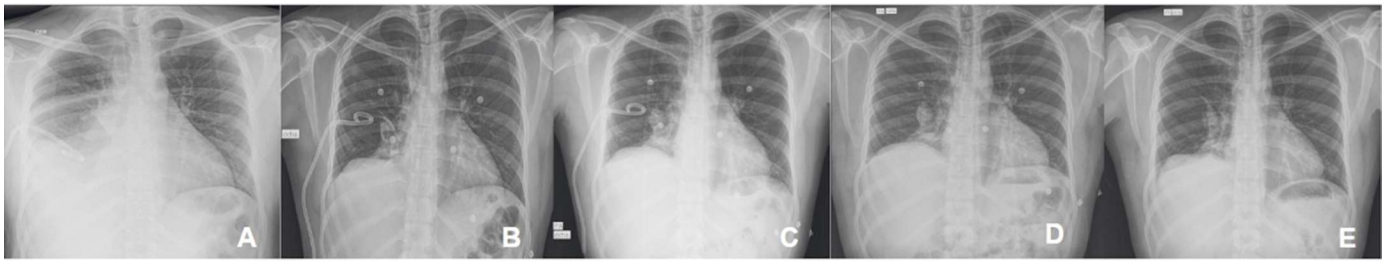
A: Radiografía de tórax tomada el día de admisión inmediatamente después de la colocación (13:58 horas). B: Radiografía de tórax realizada el día del ingreso (20:47hrs). C: Radiografía de tórax realizada al segundo día del ingreso (08:39hrs). D: Radiografía de tórax realizada el segundo día después del ingreso después de retirar el catéter (14:35). E: Radiografía de tórax tomada como control 5 días después del ingreso (ambulatorio).
